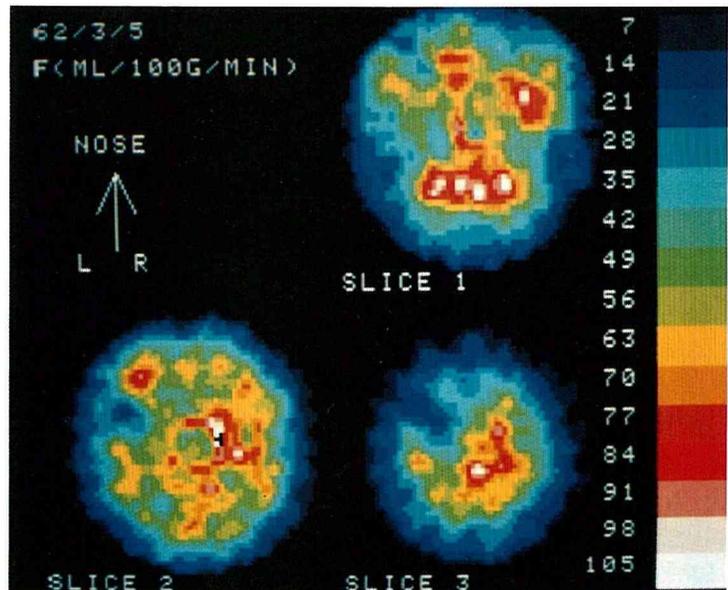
Single Photon Emission CT (発症4時間後)
